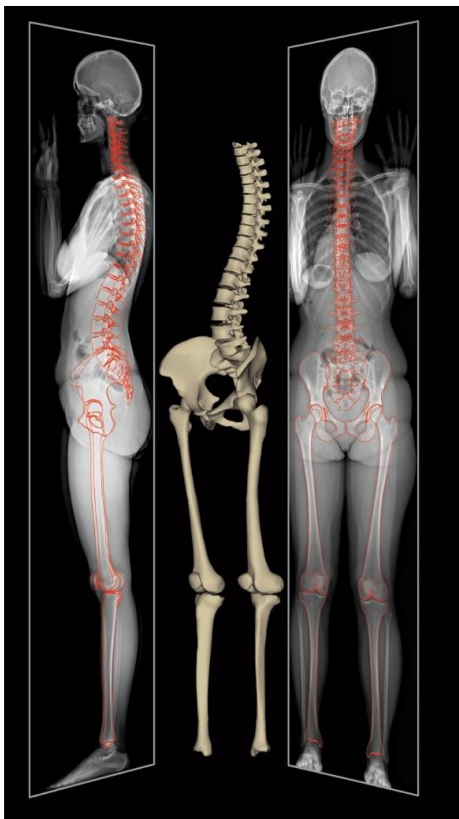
Exemple d'image EOS de squelette osseux, avec reconstruction 3D. <http://www.radiographie-medicale.fr/page-192-eos.htm>
